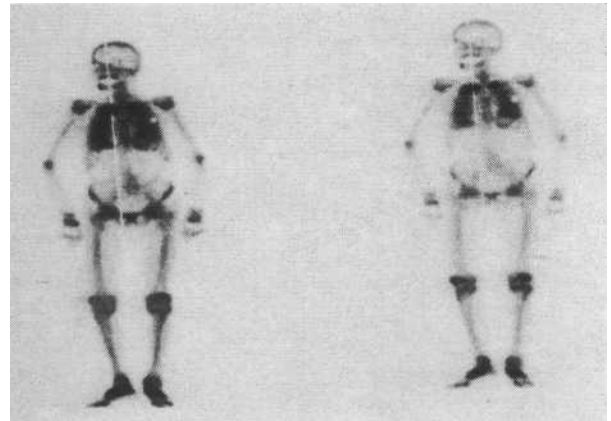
Tc 99 m MDP (Methylene diphosphonate) Kemik Sintigrafisi
